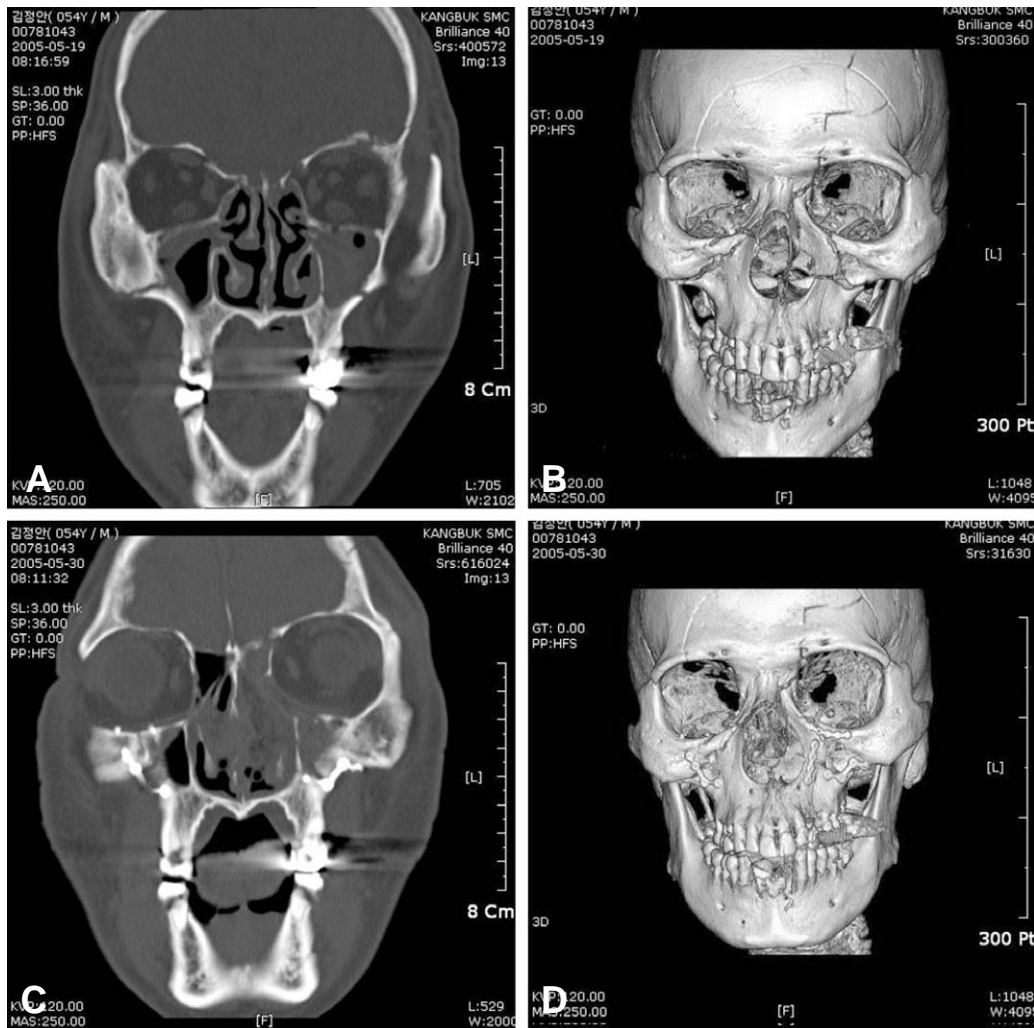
(A) 54-year old male patient whose frontal bone, both malar complex, nasal bone, and medial wall of the left orbit were fractured and displaced. Preoperative conventional CT. (B) Preoperative 3D MDCT view. (C) and (D) Postoperative view of the conventional CT and 3D MDCT.
